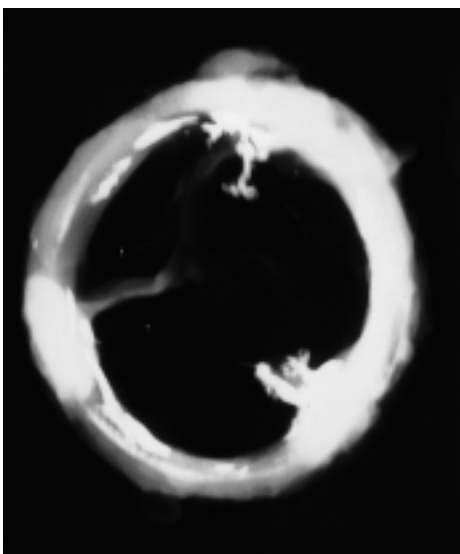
Microradiografia della protesi espantata che dimostra la presenza di minute calcificazioni commissurali.
